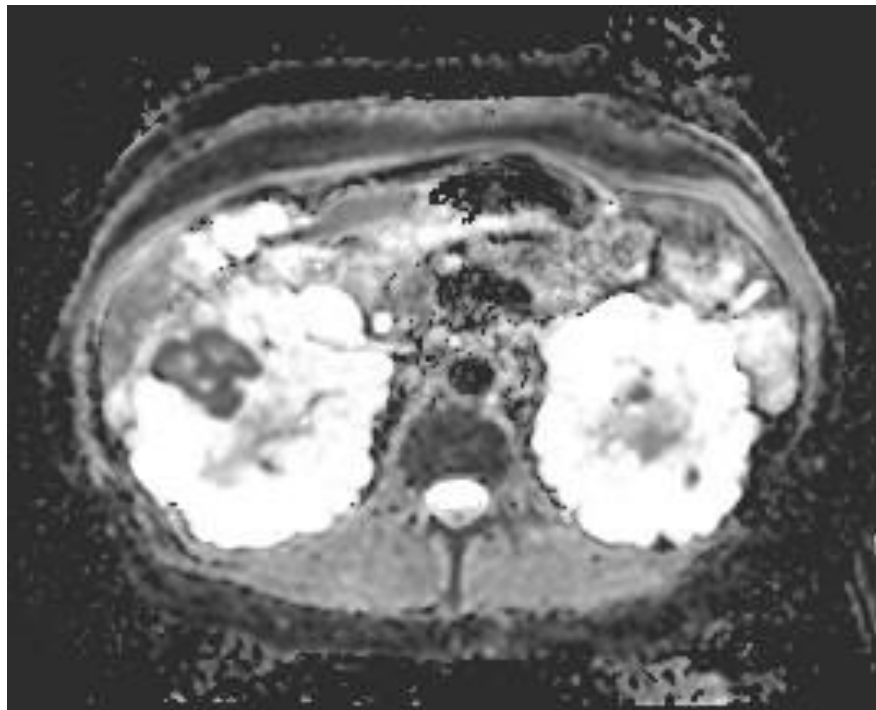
магнитно-резонансная томография в режиме диффузионно-взвешенных изображений: отмечается повышенный сигнал от собственных поликистозно изменённых почек
